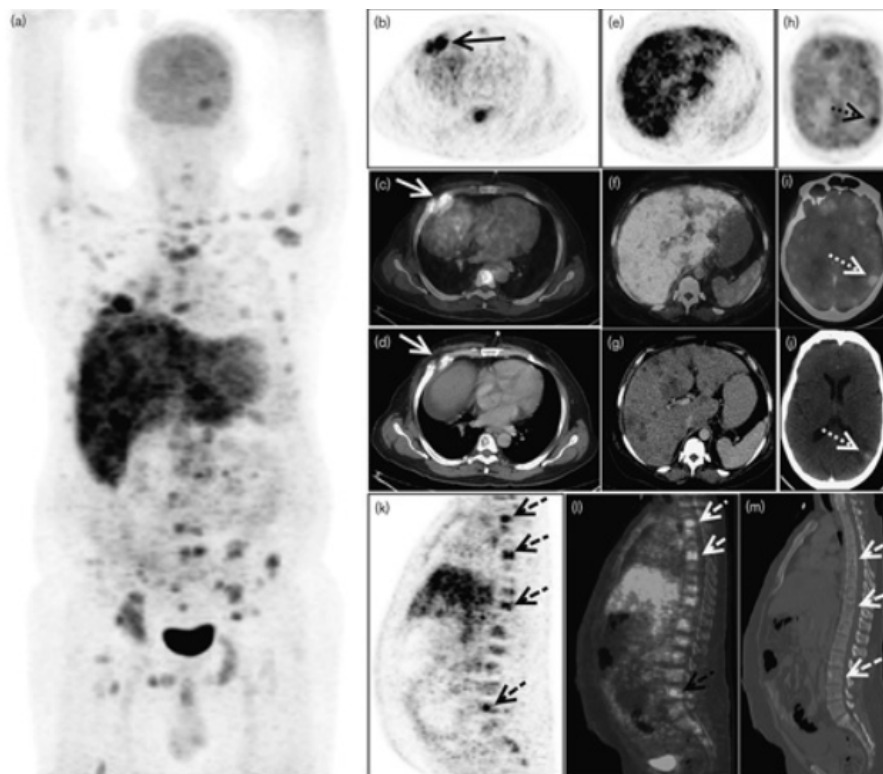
Imagens PET/TC 18FDG de paciente masculino de 42 anos com história de múltiplas dores ósseas, 19 meses após mastectomia radical modificada para câncer de mama direita, mostrando múltiplos focos de captação do traçador na projeção de intensidade máxima (a), Lesão ávida por FDG na parede torácica direita com envolvimento de costelas (setas: b-d), múltiplas lesões hipodensas no fígado (e-g), lesão na junção parieto-occipital esquerda do cérebro (seta pontilhada: h – j) e múltiplas lesões lítico-blásticas nos locais do esqueleto (setas quebradas: k – m) em imagens de PET transversais, PET/TC fundidas, e TC, sugerindo metástases generalizadas. O paciente evoluiu para óbito, apesar de receber quimioterapia paliativa adicional.
